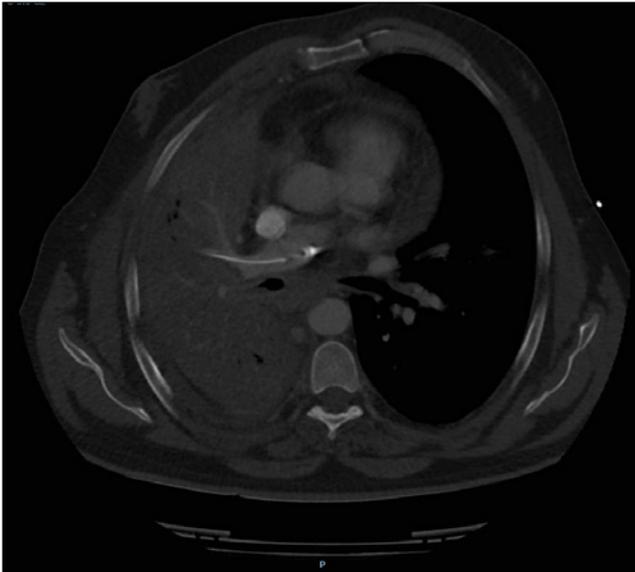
TC torácico con contraste en el que se aprecia drenaje pleural que atraviesa la arteria pulmonar derecha.
